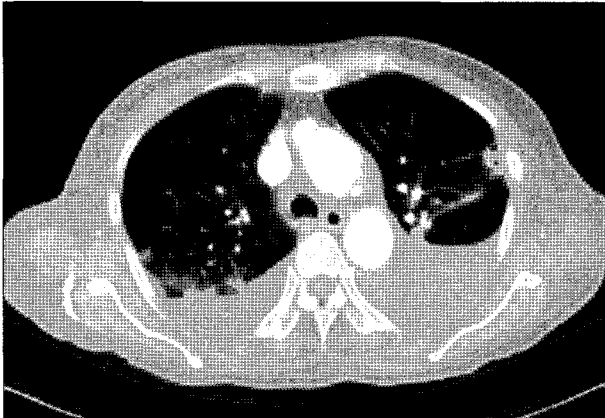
Preoperative chest CT shows multiple subpleural nodules with or without cavitation suspicious of microabscess, and bilateral pleural effusion.
